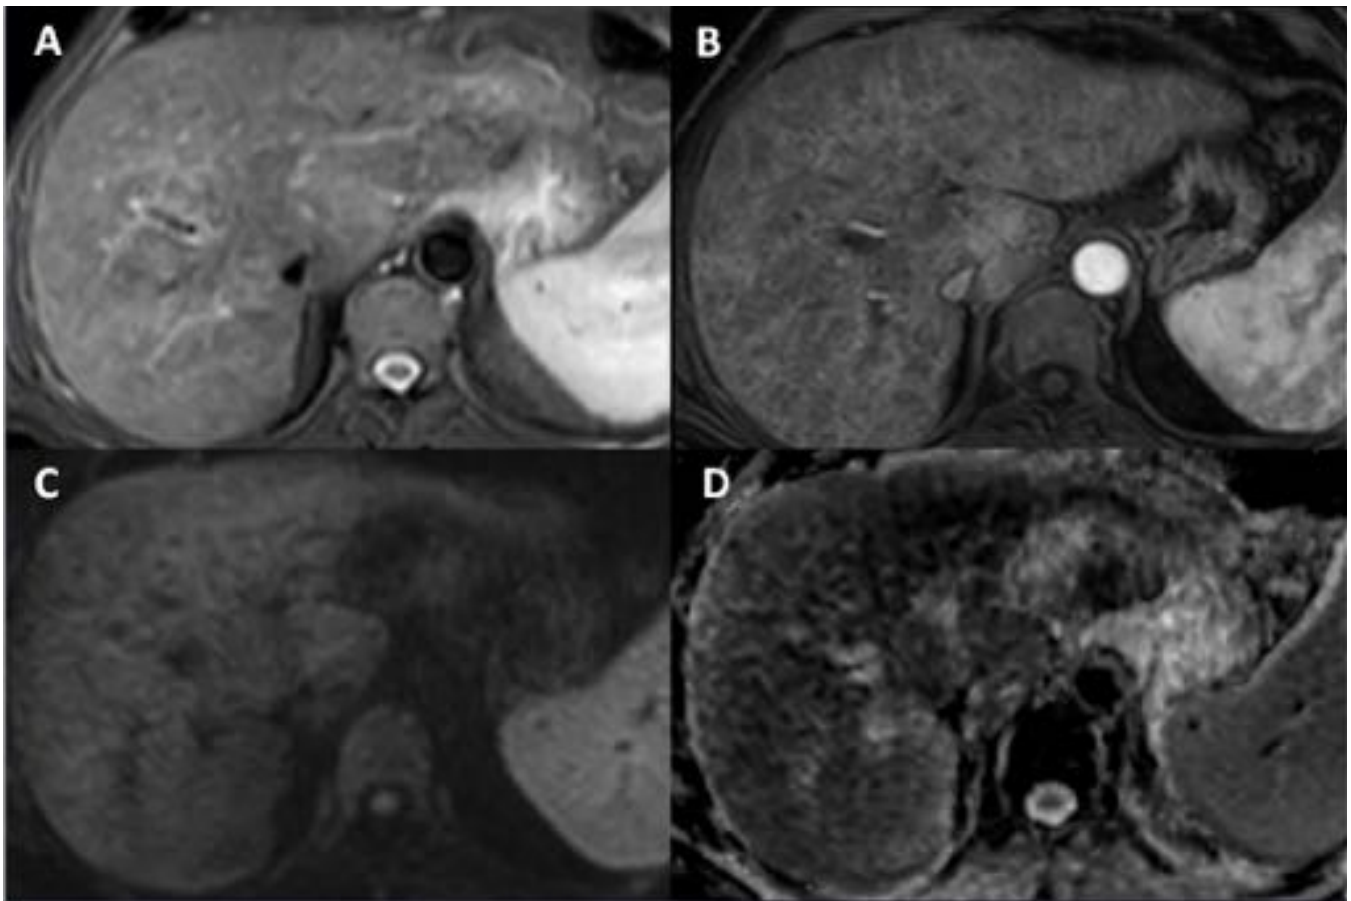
Cirrosis hepática. A: imagen de RM STIR transversal que muestra alteración de la señal del parénquima hepático por cambios necroinflamatorios. B: imagen de RM, T1 transversal con supresión grasa, con contraste en fase arterial, donde se observa patrón reticulado con realce de tractos fibrosos. C y D: imagen de difusión (b 1000) y mapa de ADC que muestran aumento de la señal con disminución de ADC.
